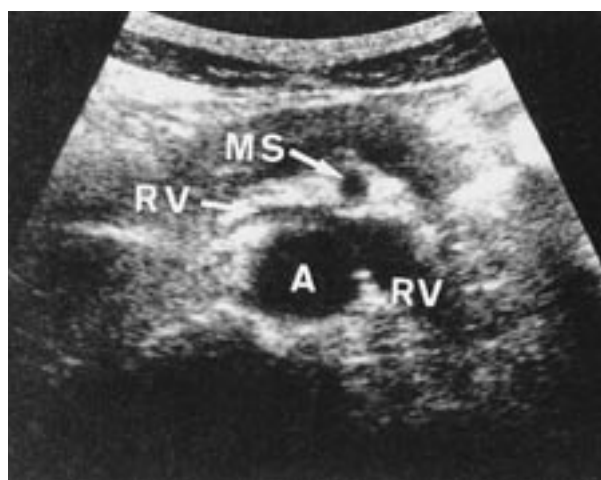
超音波検査：左腎静脈（RV）は腹部大動脈（A）と上腸間膜動脈（MS）の間で著名に左迫されている。
